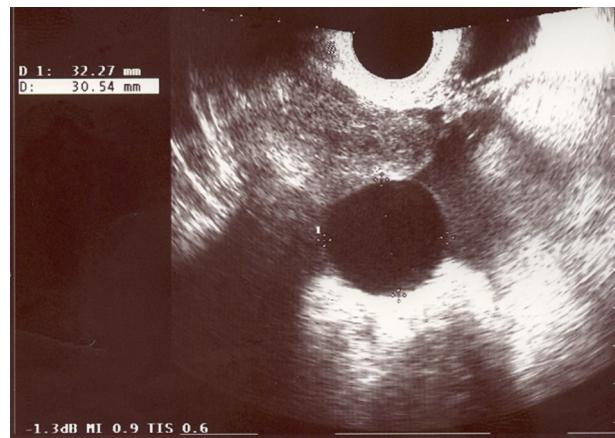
Ecografía transvaginal: formación quística simple adyacente al anejo izquierdo; presencia de líquido libre en Douglas.
